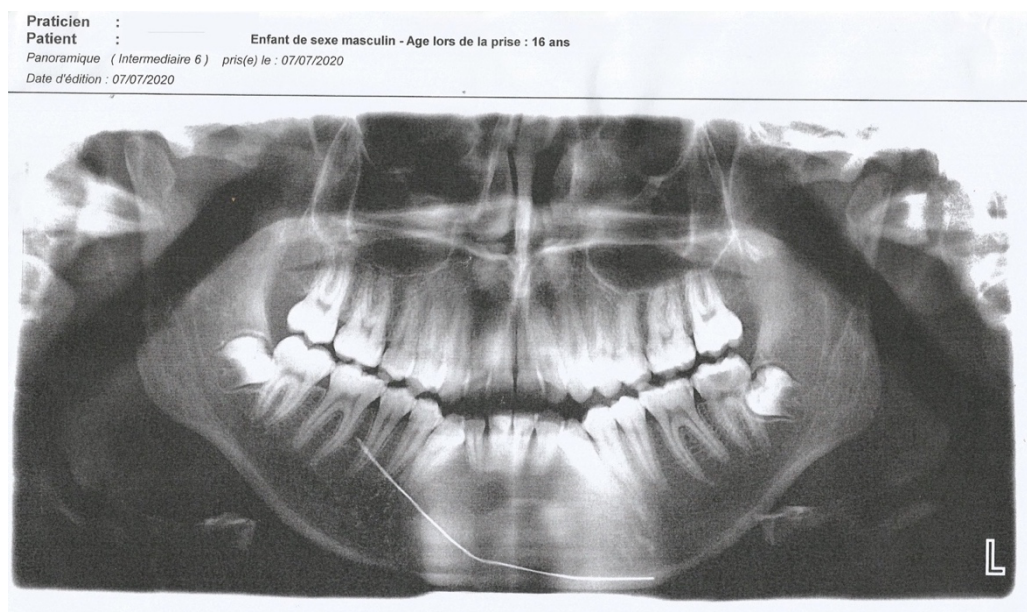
Ortopantomografia de paciente a espera de um tratamento ortodôntico. Sexo masculino, idade 16anos.
